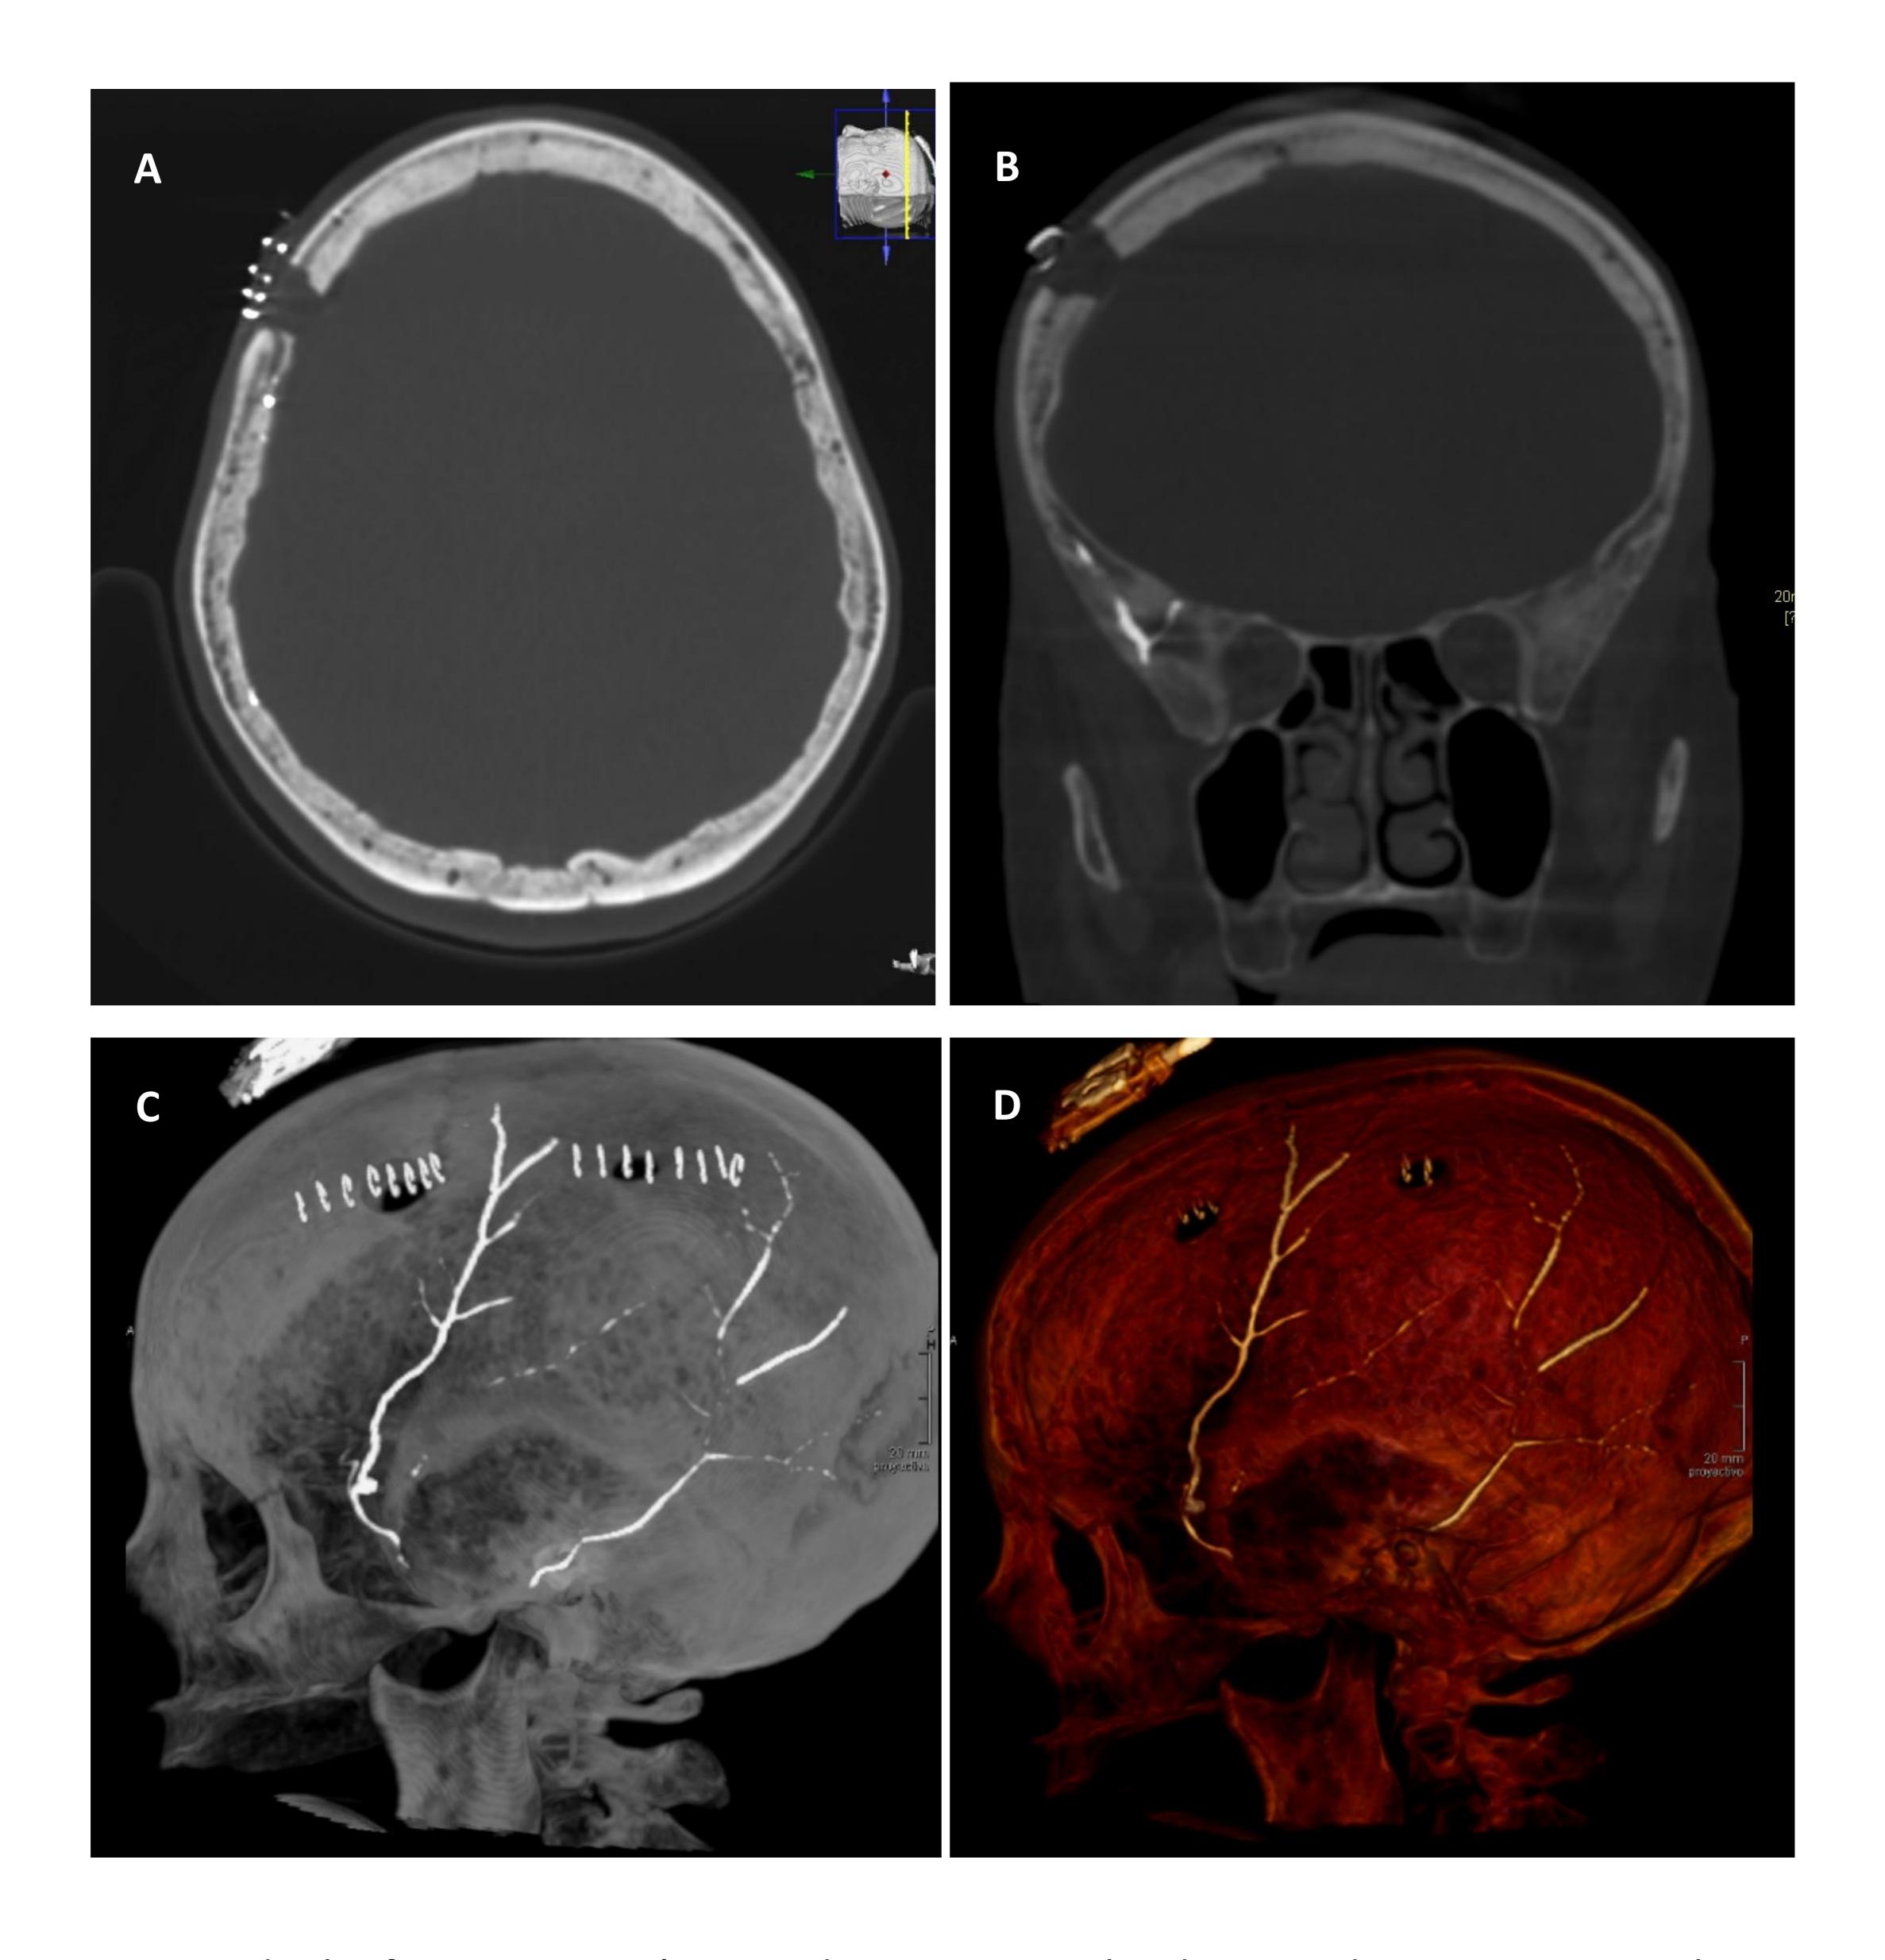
Caso de la figura 23. Imágenes de XperCT realizado inmediatamente en sala tras terminar el procedimiento de la embolización. A. Corte axial alto donde se observan cambios post-quirúrgicos de trépano frontal derecho, también se realizó trepano parietal. B. Corte coronal del mismo estudio con reconstrucción MIP donde se observa el material de embolización en la bifurcación de la AMM derecha. C. Imagen XperCT (cone beam CT) sagital con reconstrucción MIP y 3D (D). visualizando la embolización de ambas rama frontal y parietal de la AMM, incluso con material de embolización dentro del pseudoaneurisma de la rama frontal. Cambios post-quirúrgicos de trepanación frontoparietal derecha.
